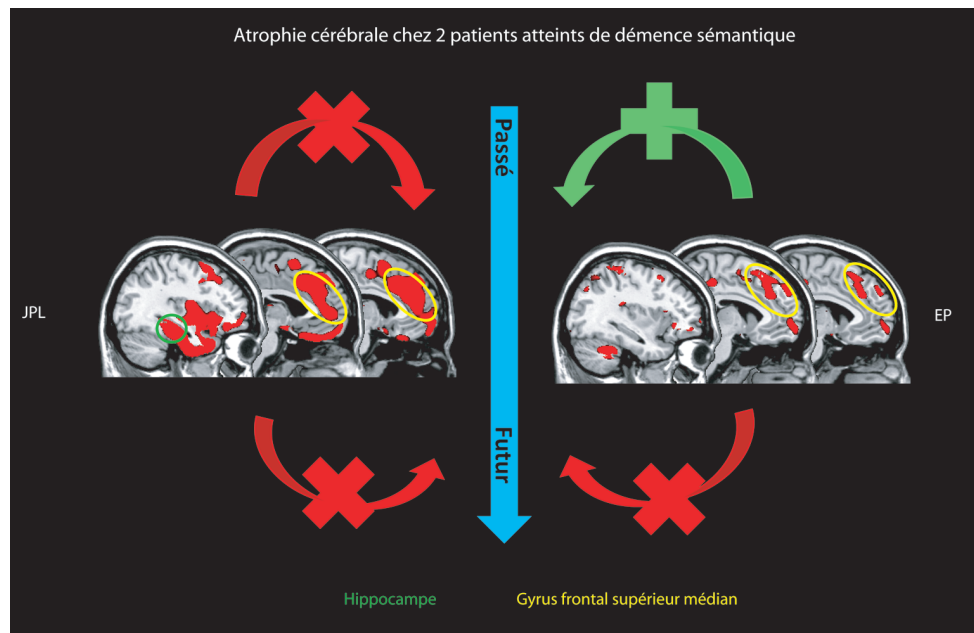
Les deux patients, JPL et EP, sont atteints de démence sémantique mais l'atrophie cérébrale révélée par une analyse en voxel-based morphometry (VBM) est en partie différente dans les deux cas. Ils présentent tous les deux une atrophie des gyri temporal latéral et frontal supérieur médian bilatéral (encadrés en jaune). Une atrophie de l'hippocampe antérieur (encadré en vert) est en plus détectée chez JPL, alors qu'on ne la constate pas chez EP. Contrairement à JPL, EP réussit à se rappeler du passé (signe + en vert), mais aucun des deux patients ne réussit à se projeter dans le futur (signe x en rouge). L'atteinte frontale supérieure médiane, chez les deux patients, joue certainement un rôle important dans leur impossibilité à se projeter dans le futur. La différence d'atrophie cérébrale dans la région hippocampique permet de rendre compte des différences de projection dans le passé. Par ailleurs, les études en IRM fonctionnelle d'activation menées par Armelle Viard et ses collaborateurs suggèrent différents mécanismes de compensation qui permettent aux patients de palier en partie leurs déficits.
